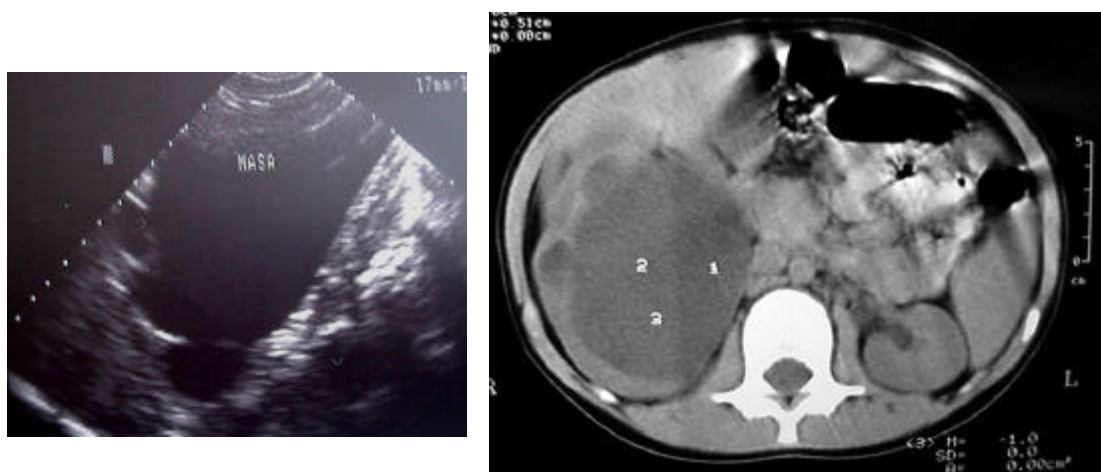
Paciente con masa palpable abdominal a quien se realiza eco compatible con Hidronefrosis derecha, realizándose TAC que muestra severa Hidronefrosis con adelgazamiento del parénquima renal.
